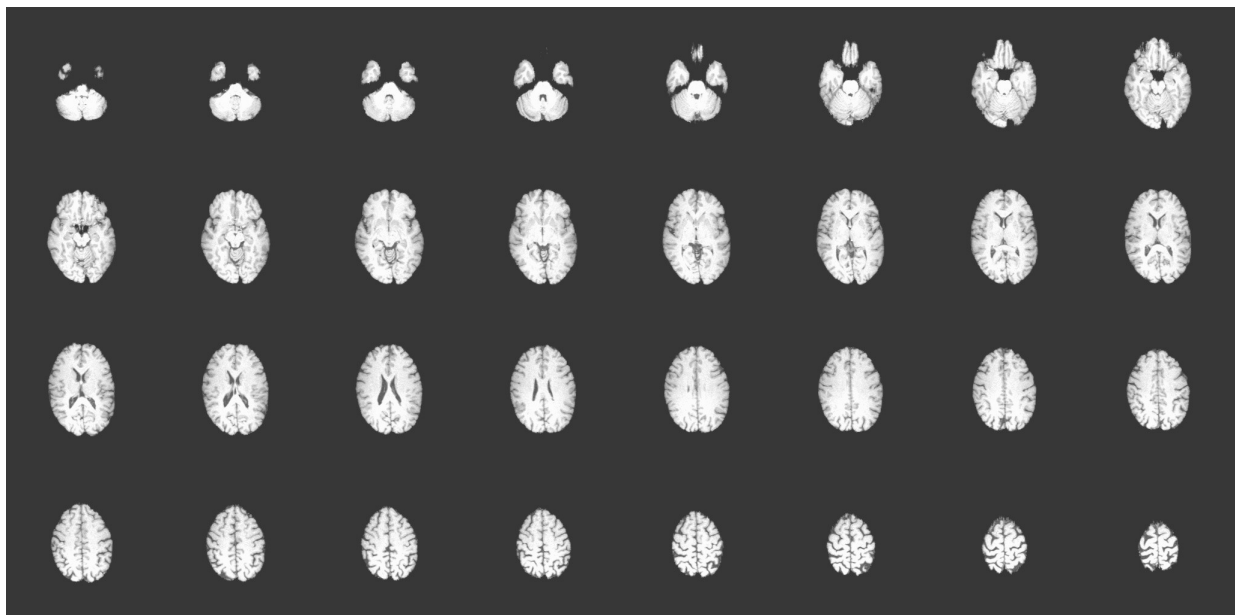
Kraniale Magnetresonanztomographie
